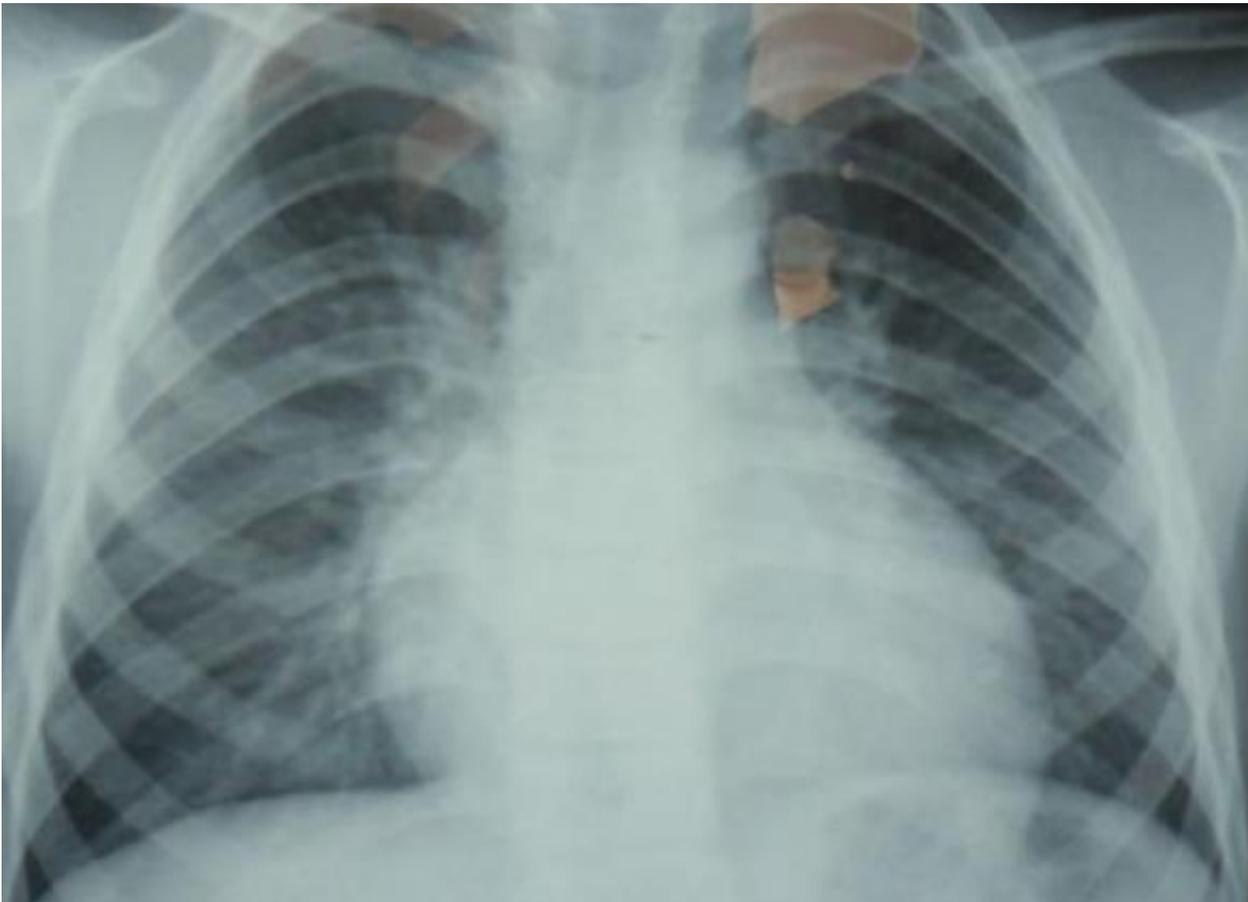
une radiographie thoracique incidence face objectivant une cardiomégalie chez un enfant portant une CIV au service RME CHU HASSAN II FES.
